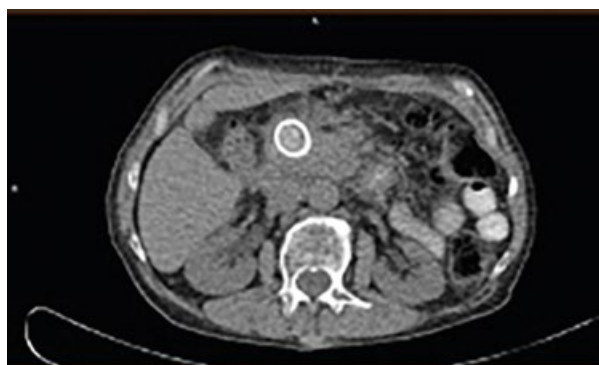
ПЭТ-КТ с 18F-ФДГ без контрастного усиления, до начала лечения. Визуализируется образование в головке поджелудочной железы, с высокой метаболической активностью  $SUV_{max}=10,77$ , метаболический объем  $6,53 \text{ см}^3$ .
